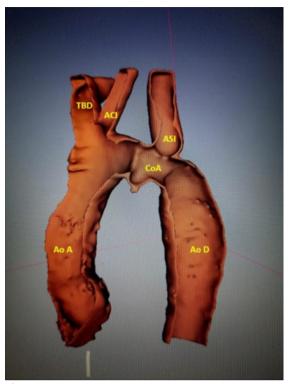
Reconstrucción 3D de angio-TC. Ao A: aorta ascendente; Ao D: aorta descendente; CoA:zona de coartación; ASI: arteria subclavia izquierda; ACI: arteria carótida izquierda; TBD: tronco braquiocefálico derecho.
